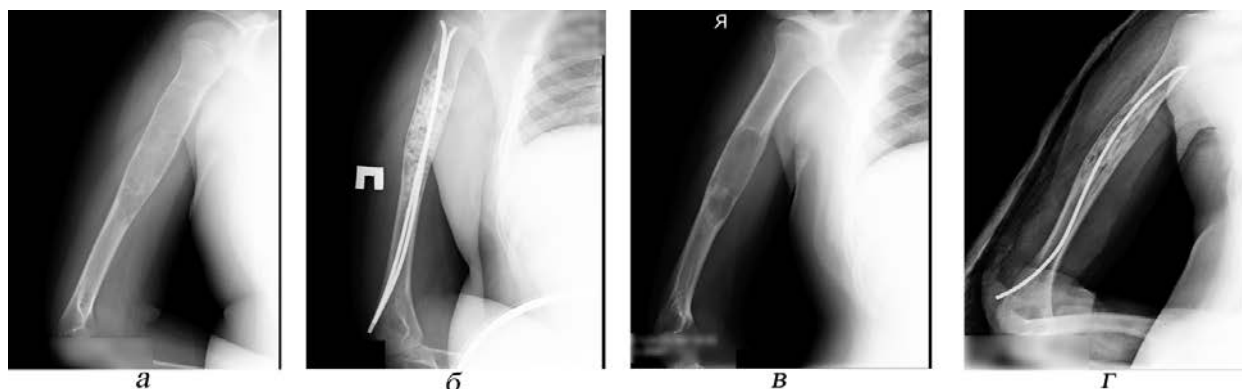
Пациент Ю. 2003 года рождения. Диагноз: аневризмальная киста верхних 2/3 правой плечевой кости. Срок наблюдения 41 мес. Степень заживления по модифицированной классификации Neer – 4. Рентгенограммы плечевой кости: а – до операции; б – после операции (костнопластический материал – «Allomatrix»); в – через 3 года после операции – рецидив аневризмальной кисты; г – после оперативного вмешательства по поводу рецидива (костнопластический материал кортикальные аллотрансплантаты – «Костма»)
